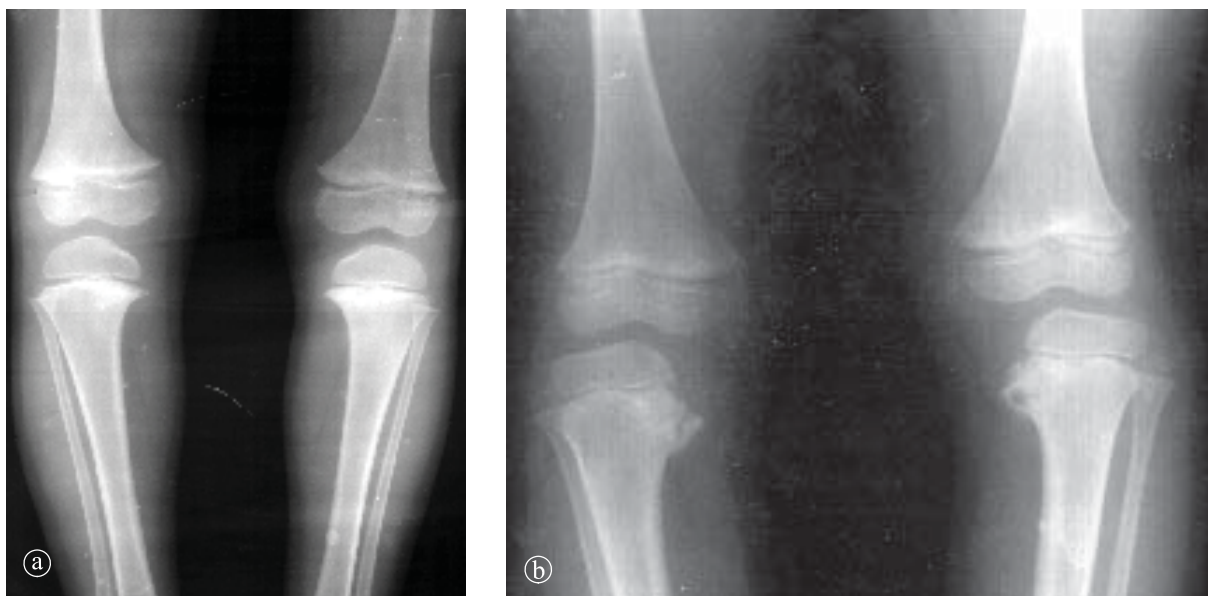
11. Boala Blount. Radiografie comparativă de genunchi. a) Formă medie. Nucleii epifizelor tibiale proximale apar aplatizați în 1/3 internă, cartilajul de creștere neregulat, marginea metafizară internă ascuțită, tibia încurbată. b) Formă severă.
